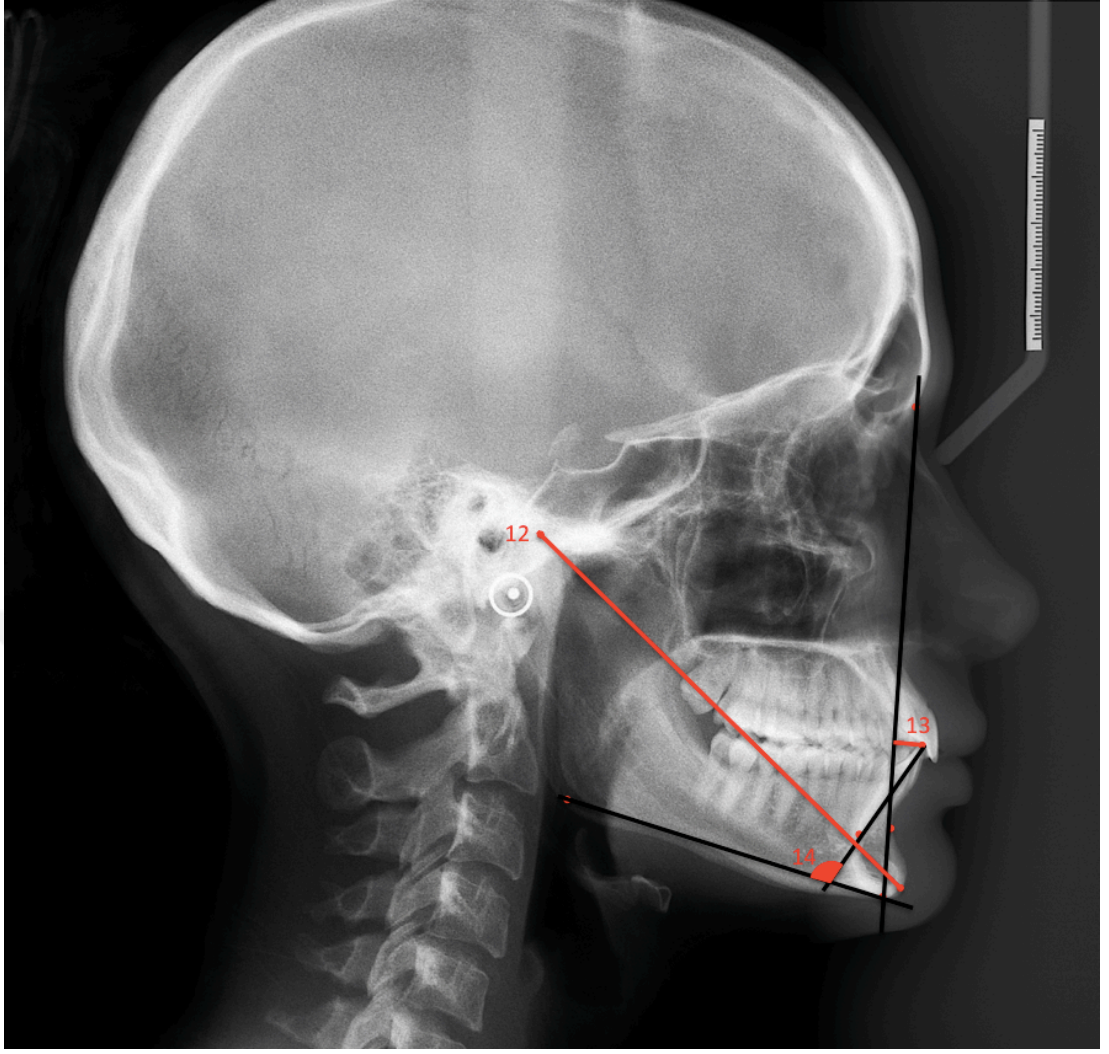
Sefalometrik röntgen çiziminde kullanılan düzlemler.
